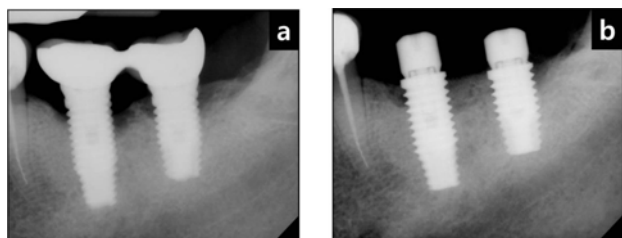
(a) In periapical radiograph, severe bone loss was seen around the implant located at the mandibular left first molar area. (b) Prosthetic restoration was removed and healing abutment was connected.
